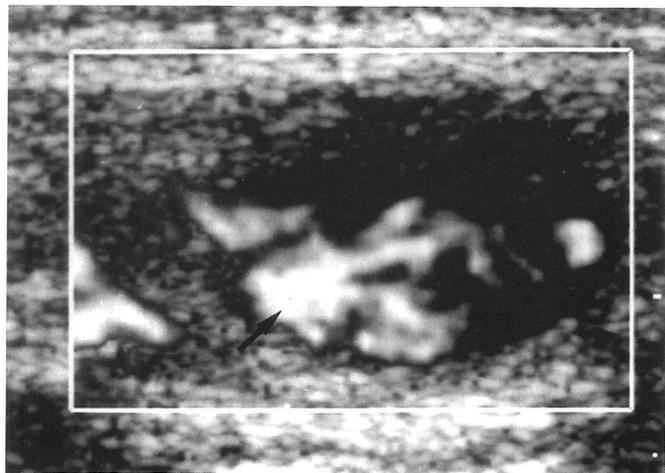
Estudio doppler-color de adenopatía supraclavicular izquierda.
